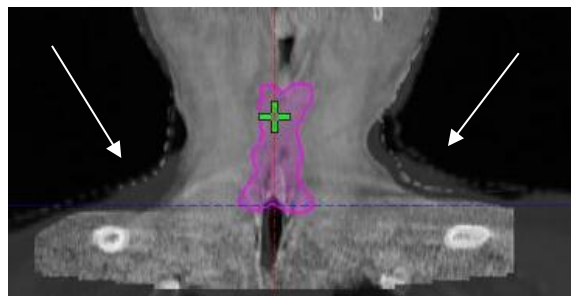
Comparación de volumen entre el CT original y la iCBCT adquirida el día de la replanificación en el Paciente 3. La región oscura corresponde al CT original, mientras que la zona gris más brillante corresponde a la iCBCT.
